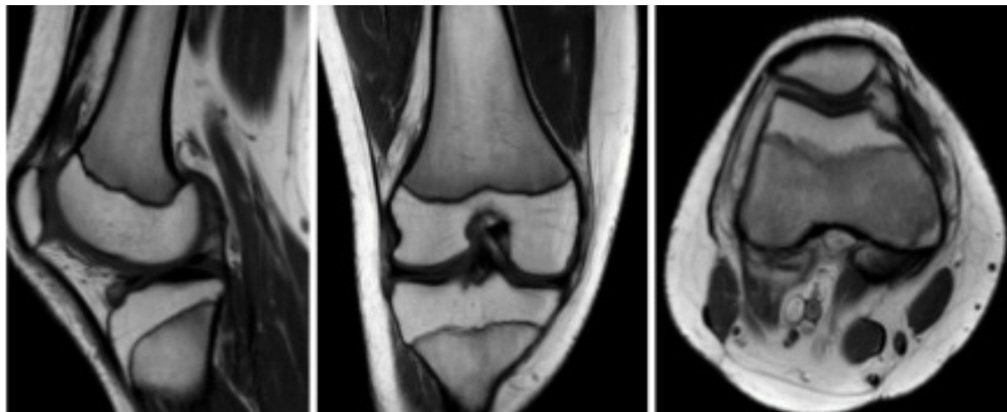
No recurrence was observed in the sagittal, coronal and axial images of the MR image of the case in the 6th postoperative year
